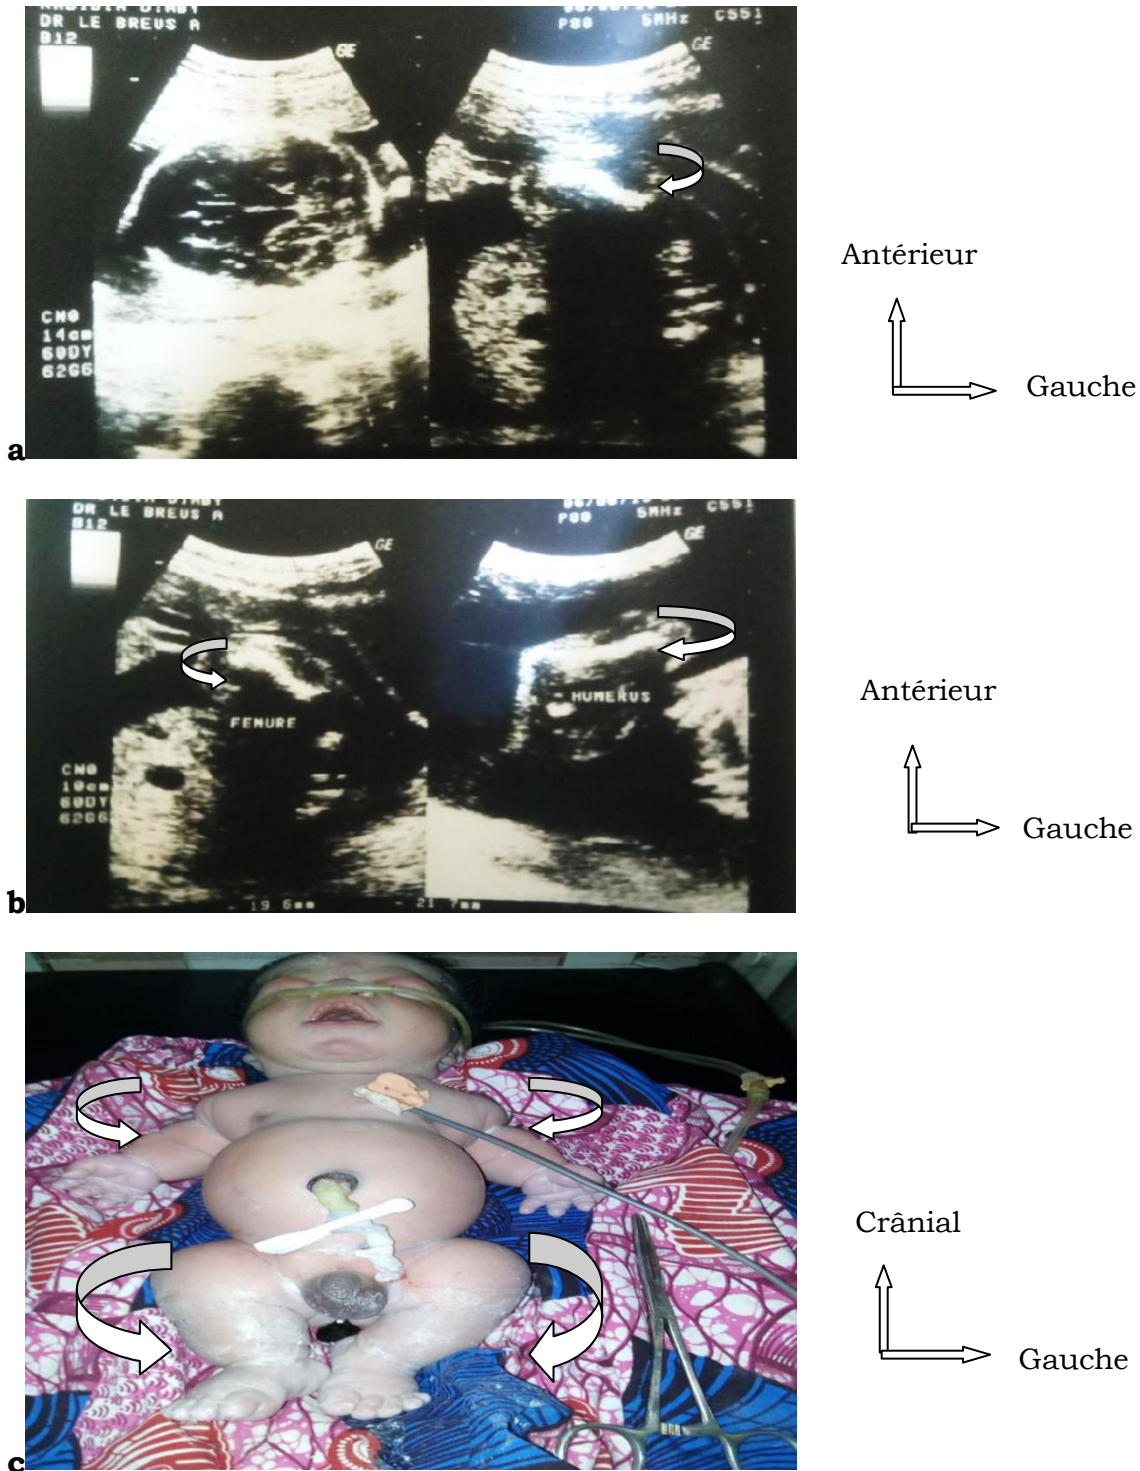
a et b : Images échographiques d'un raccourcissement des os longs des membres avec un BIP et une CA normale (chondrodysplasie) diagnostiquée chez un fœtus à 23 semaines d'aménorrhée, c : l'image du nouveau-né à la naissance (J1) confirme ce raccourcissement des os long des membres, décès survenu le même jour (J1)
